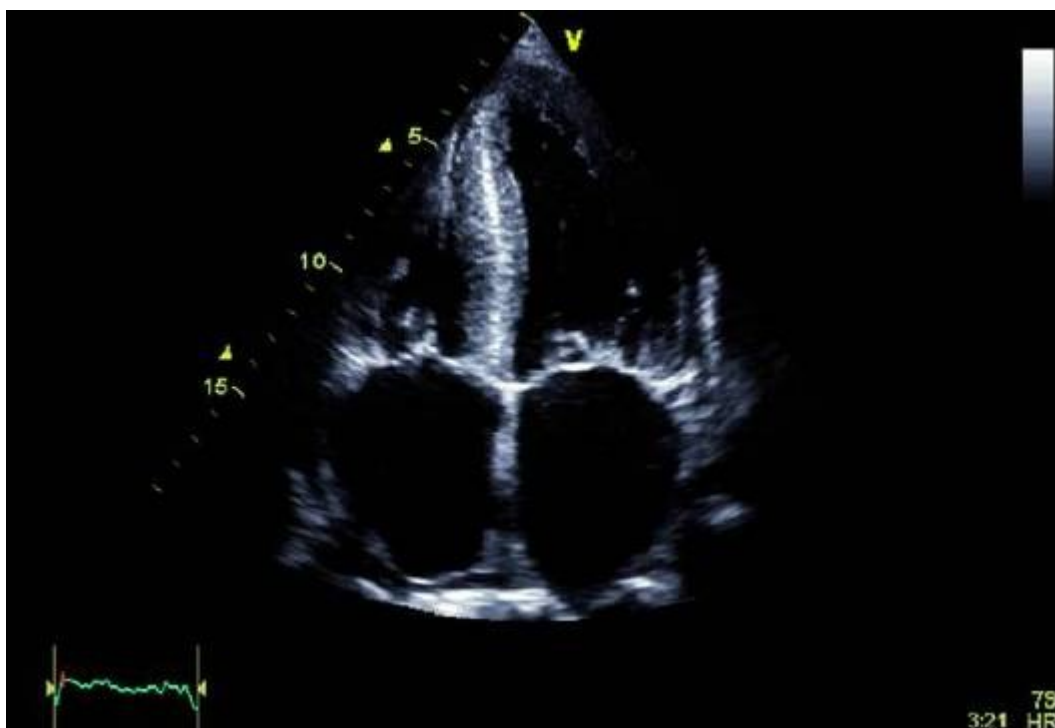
Трансторакальная эхокардиограмма больного амилоидозом сердца, четырехкамерная позиция.
